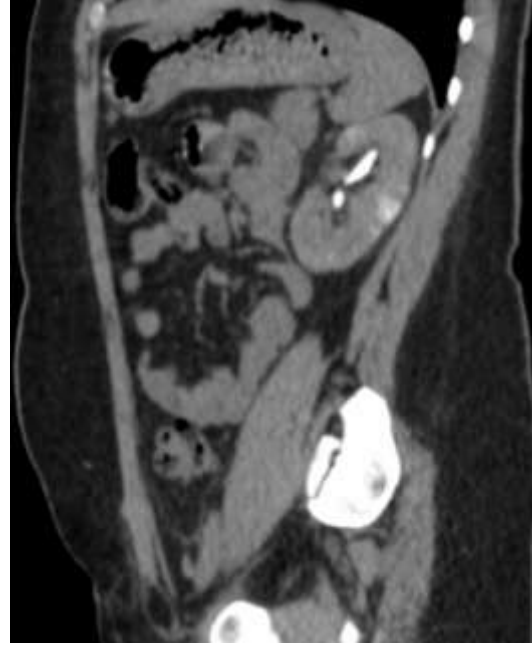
TC Abd IV, fase de eliminación, reconstrucción sagital: nefrograma estriado (nefritis bacteriana).
